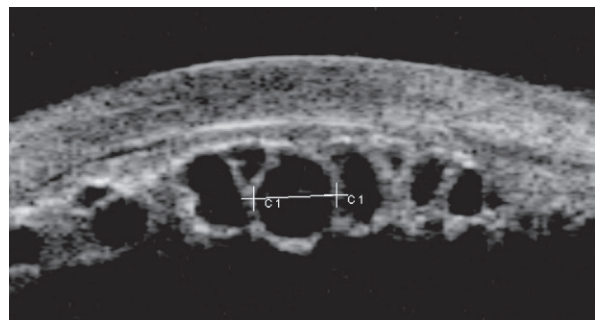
Échographie UBM chez une patiente présentant un kyste iridociliaire mettant en évidence dans tous les quadrants, aux deux yeux, des kystes ciliaires et iridociliaires asymptomatiques, plus petits, mesurant entre 0,5 et 1 mm de diamètre.
